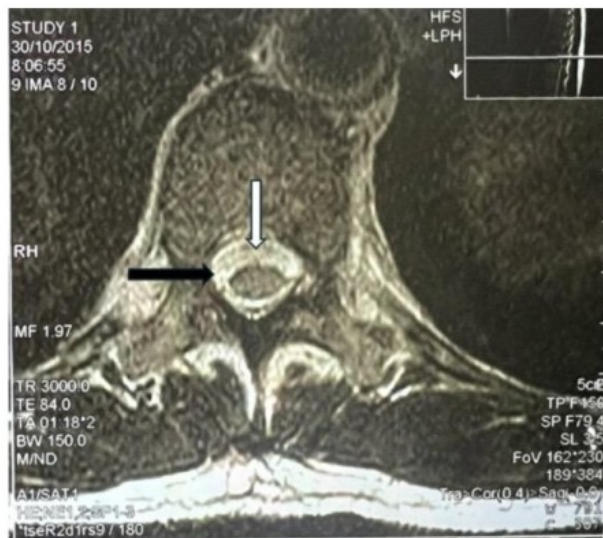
Ressonância magnética da coluna torácica, corte axial ponderado em T2, realizada ao nível de T11-T12 após 6 meses do evento agudo. Evidencia-se resolução completa da lesão compressiva (seta preta longa), com restabelecimento da amplitude do canal e retorno da medula espinhal à sua topografia e contornos habituais (seta branca longa).
